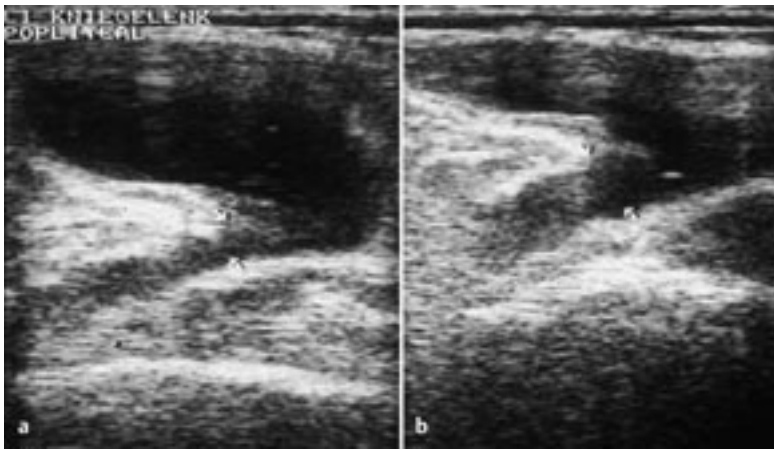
Sonogramm einer Baker-Zyste (Transversalschnitt). Untersuchung auf Ventilmechanismus.
